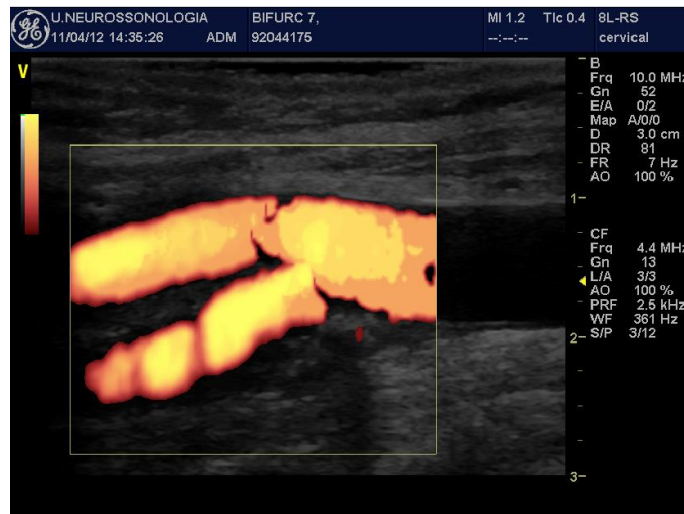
Modo Doppler Power da bifurcação carotídea utilizada para o estudo.
